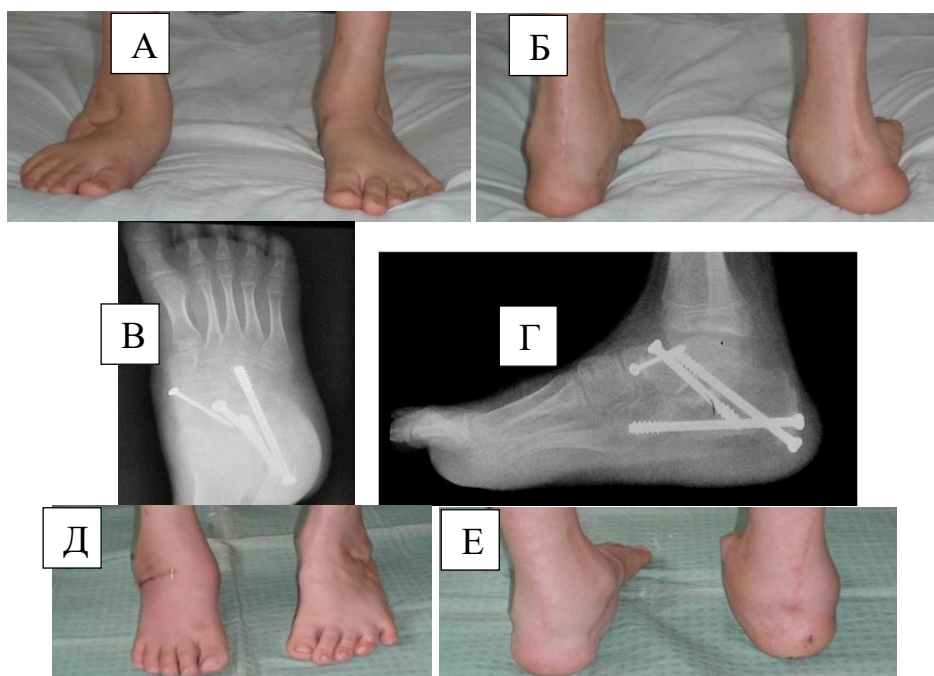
Пациент, 11 лет. Плоско-вальгусная деформация правой стопы. А, Б – фото стоп стоя до оперативного лечения. В, Г – рентгенограмма стоп, после оперативного лечения – тройной артродез с фиксацией винтами. Выполнен по поводу послеоперационного рецидива ВВТ. Д, Е – фото стоп после оперативного лечения правой стопы
